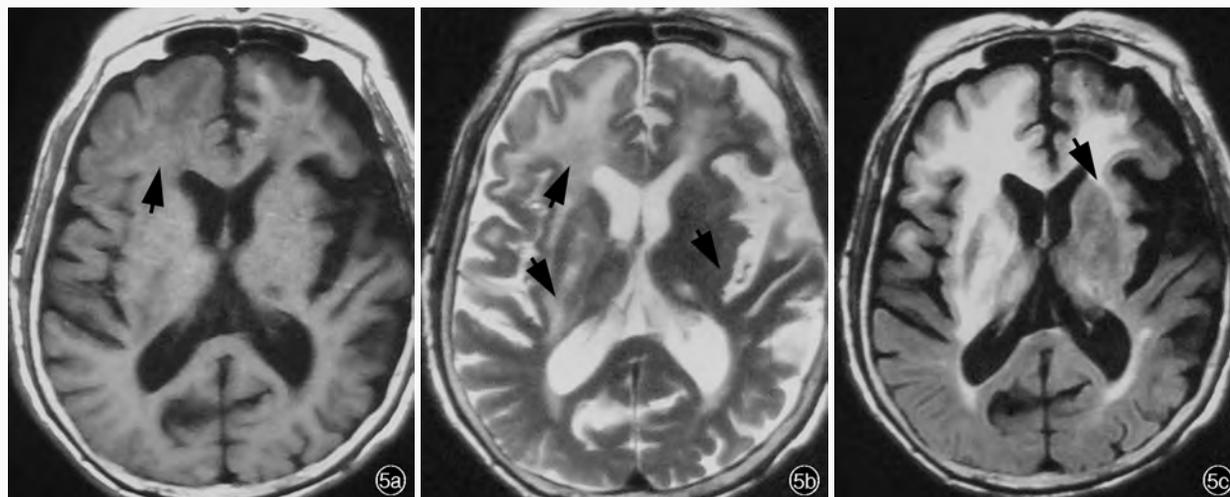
入院后 4 个月时(2011 年 1 月)MRI 检查所见 5a T₁WI 显示,右侧额叶、双侧大脑半球白质病灶缩小,脑组织肿胀减轻(箭头所示) 5b T₂WI 显示,右侧额叶、双侧大脑半球白质病灶缩小,脑组织肿胀减轻(箭头所示) 5c FLAIR 序列扫描显示,右侧额叶、双侧大脑半球白质病灶缩小,脑组织肿胀减轻(箭头所示)
